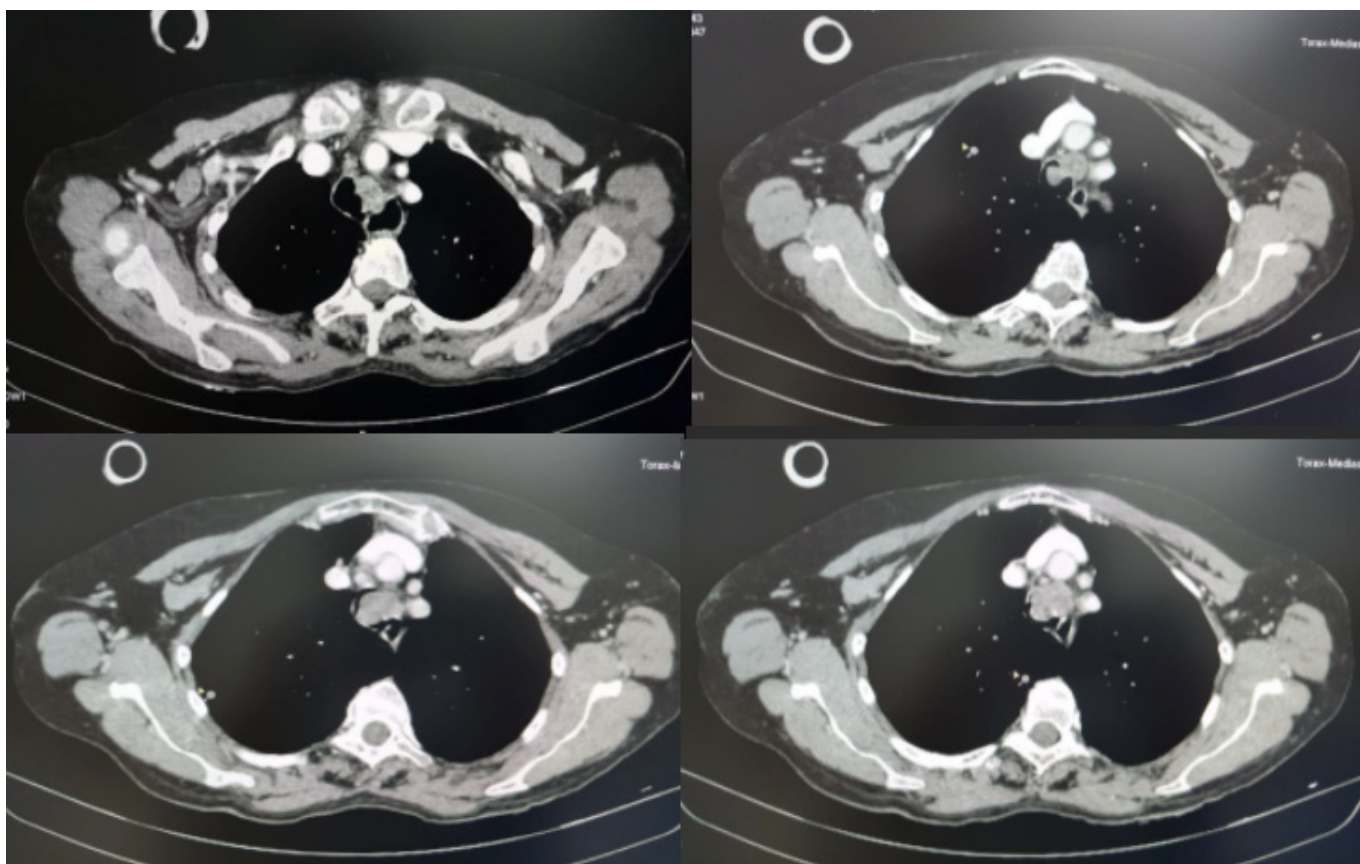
Cortes axiais de tomografia computadorizada de tórax que apresentam lesão vegetante intraluminal no terço superior da traqueia à esquerda, associada a consolidação pulmonar com broncogramas aéreos em lobo inferior esquerdo.
